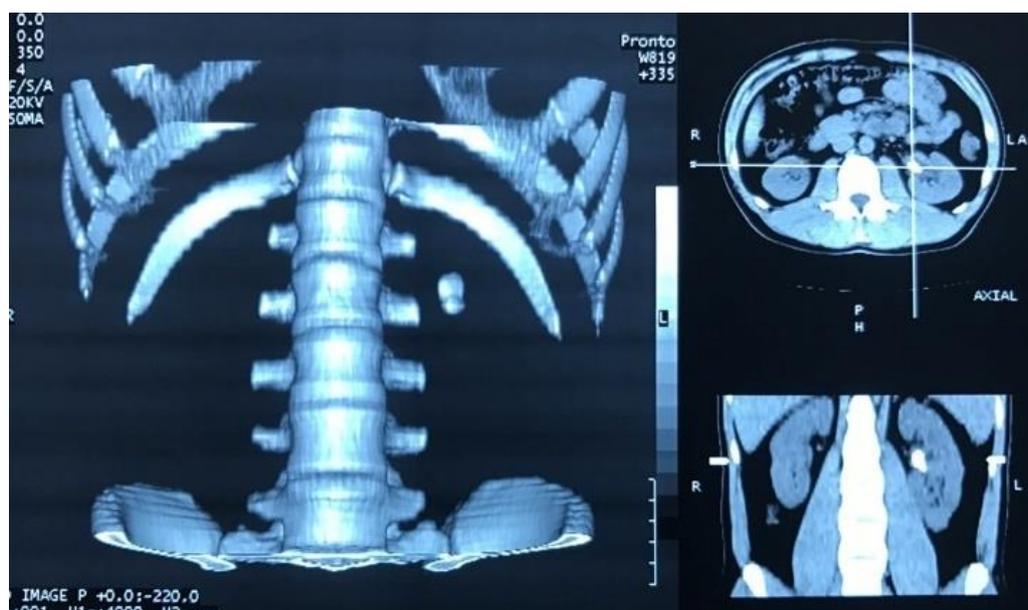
Компьютерная томография пациента Д.
